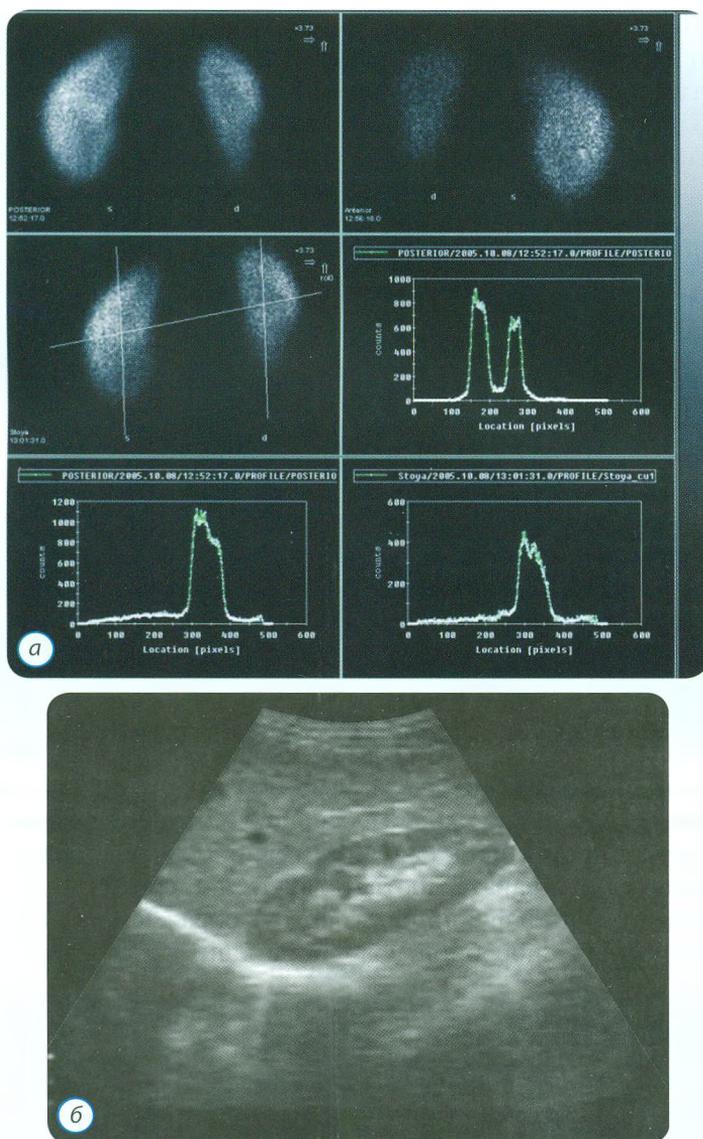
Статическая нефросцинтиграфия и сонография ребенка 9 лет:
